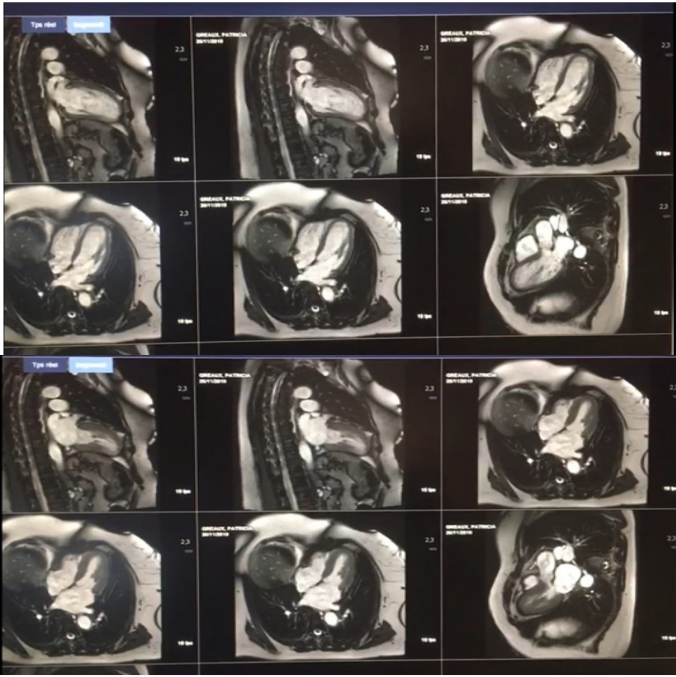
Série d'images acquises dans les plans grand axe 4, 3, et 2 cavités en mode ciné-IRM en systole et en diastole montrant une akinésie du segment infero apical.
